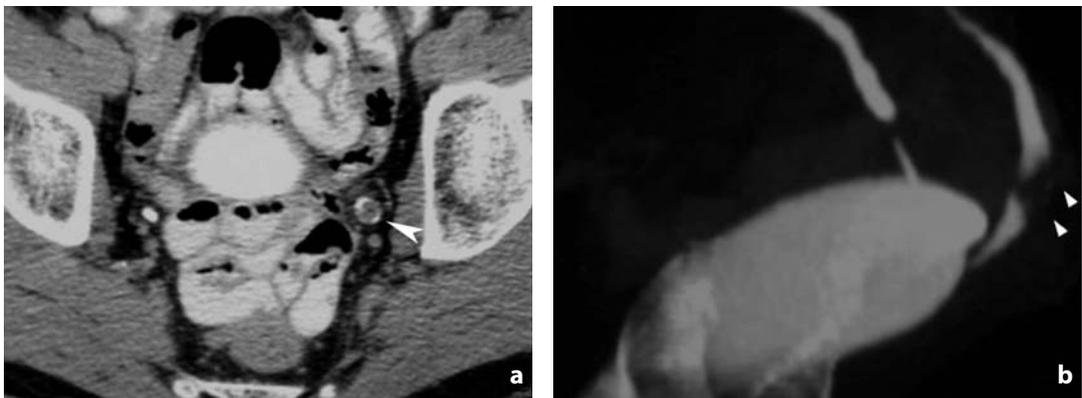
Tomografia computerizzata. Neoplasia ureterale distale. Esame eseguito a nella fase escretrice, pielo-ureterografica. Nel lume ureterale sinistro si osserva difetto di riempimento non occlusivo (punta di freccia). b La ricostruzione MIP conferma il difetto di riempimento, in un'immagine simil-urografica
